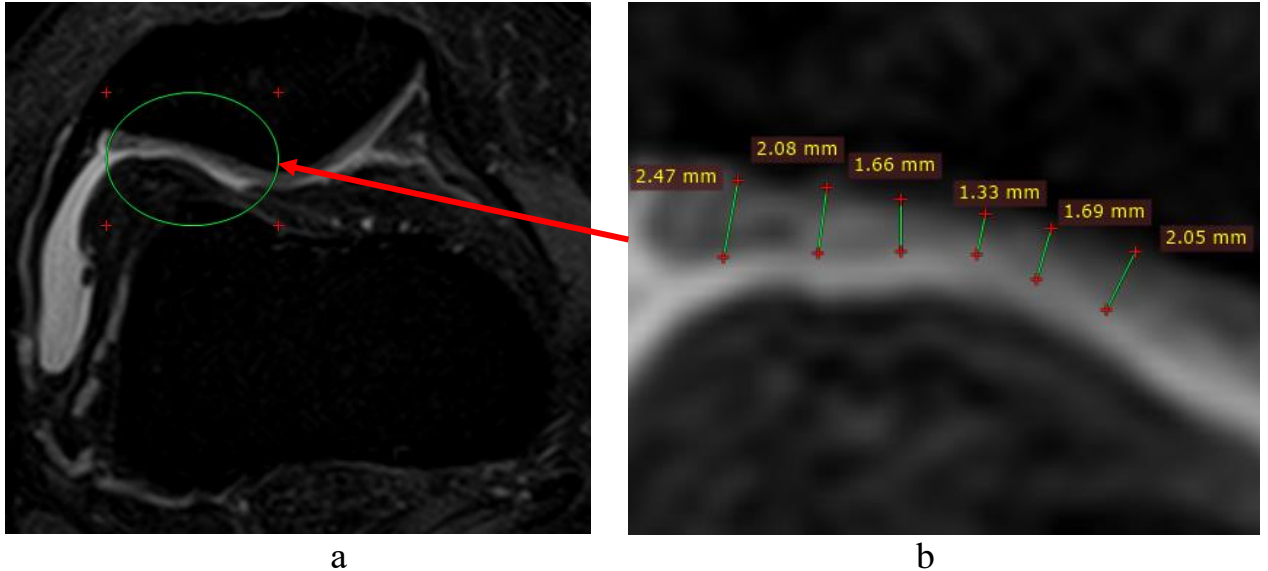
Данные первичной МРТ у пациента Ж: а – общая картина; б – измерение толщины хряща и ширины очага хондропатии
